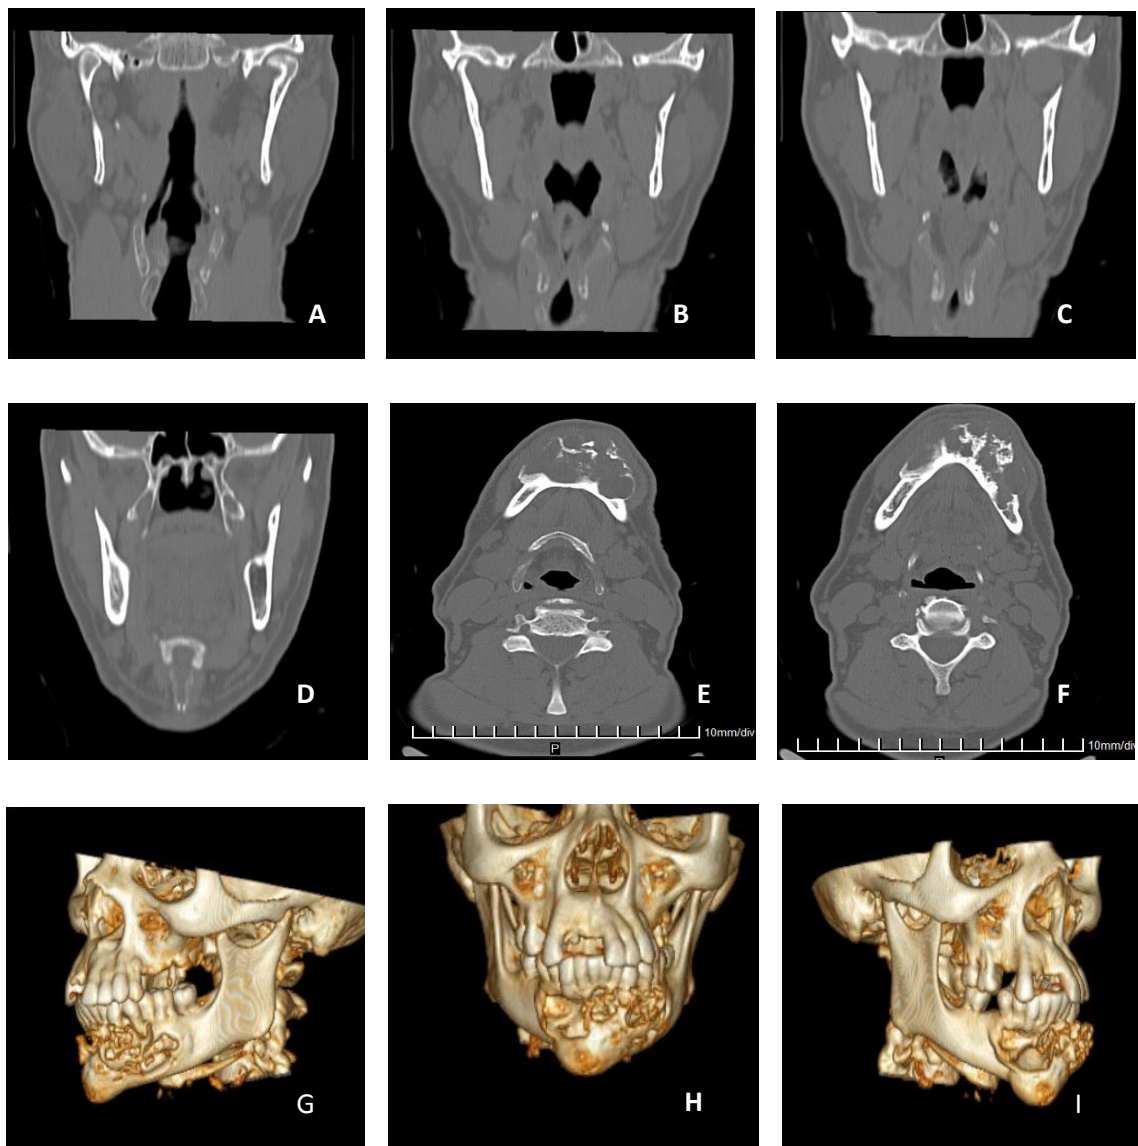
Tomografia computadorizada multislice, A-D: corte sagital; E-F: corte axial; G-I: reconstrução 3D.
